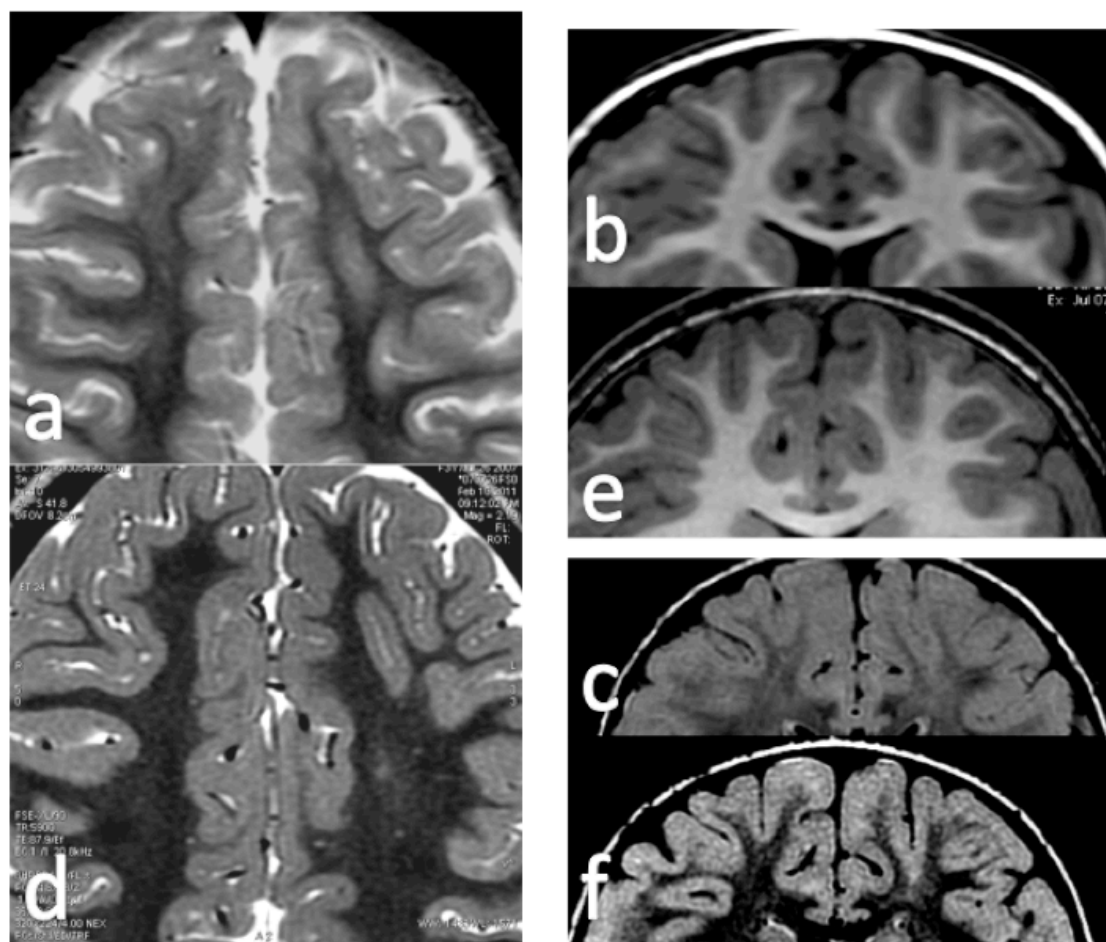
Ejemplo de estudio negativo en RM de 1,5T en CDF-FS frontal izquierda. Los cortes axiales con secuencias T2 (a) y coronales con secuencias T1 (b) y FLAIR (c) realizados en imán de 1.5T no mostraron alteraciones significativas. Los cortes correspondientes en 3T muestran discreta hiperintensidad yuxtacortical en T2 (d) y FLAIR (f) así como discreta borrosidad del margen cortical en las secuencia T1 (e).
